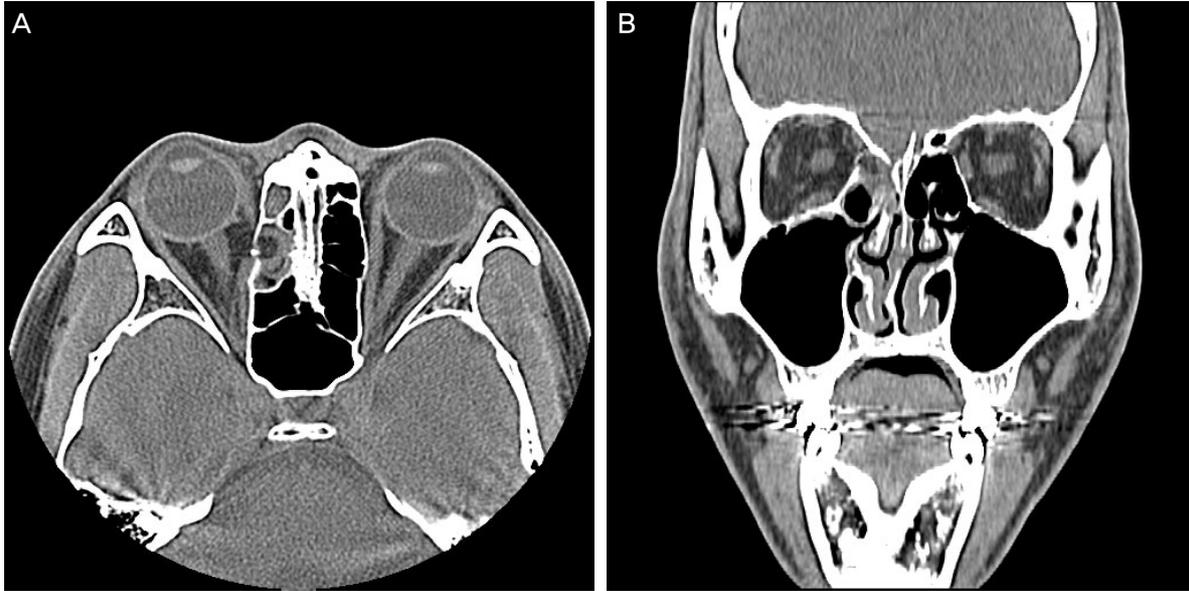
(A) Axial and (B) coronal computed tomography (CT) show an isolated small defect in the right medial wall with medial rectus muscle incarcerated within the fracture.
